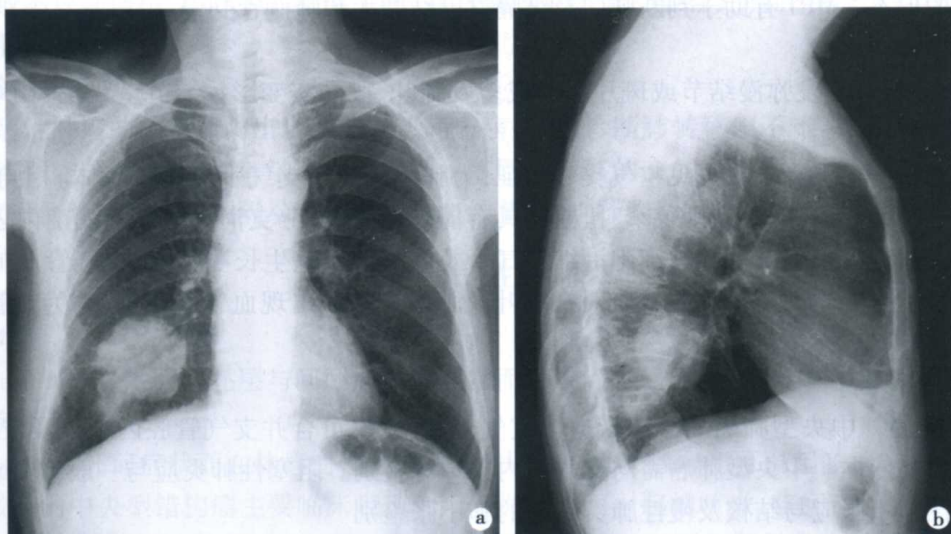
右肺周围型肺癌 X 线平片表现
